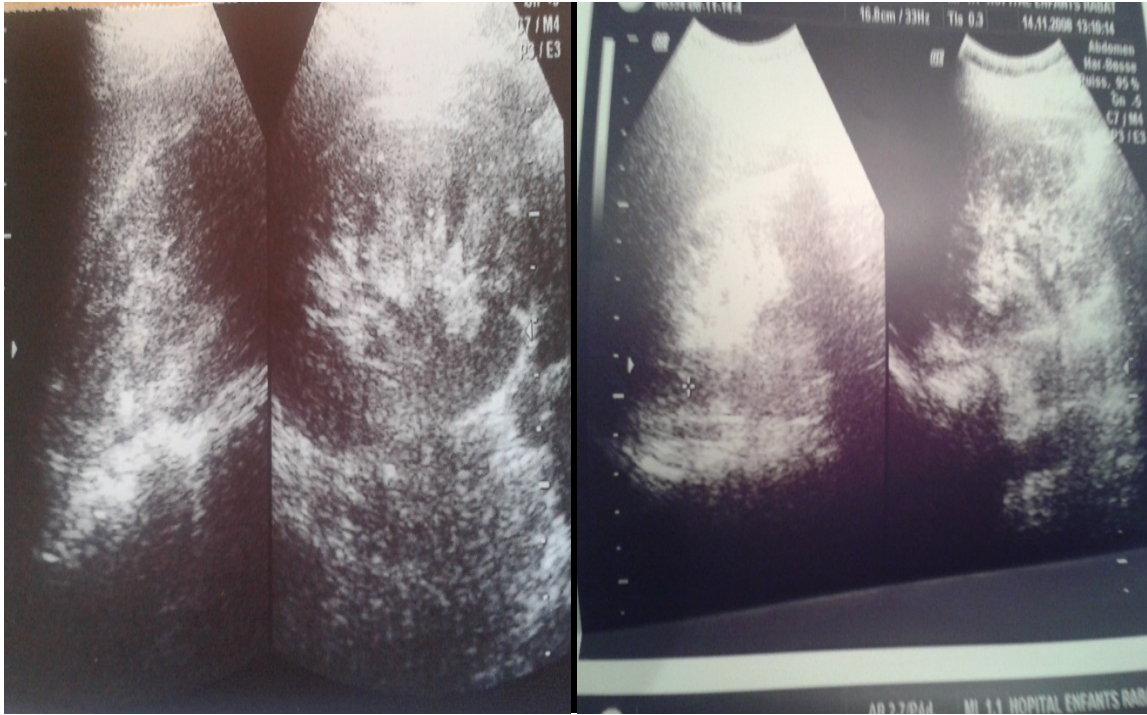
Échographie rénale montrant des reins de taille normale siège de multiples petits formations échogène, arrondies, éparses au niveau du cortex rénal en faveur d'angiomyolipomes avec la présence d'un kyste de 2 mm polaire supérieur du rein droit sans dilatation des cavités excrétrices.
